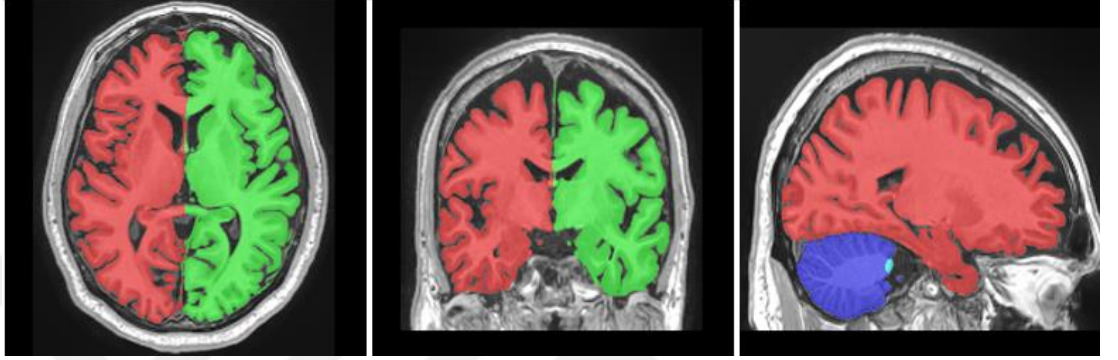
MRICloud'un T1 ağırlıklı aksiyal ve koronal MRG'nde 5 seviyeli beyin segmentasyonu (107)
